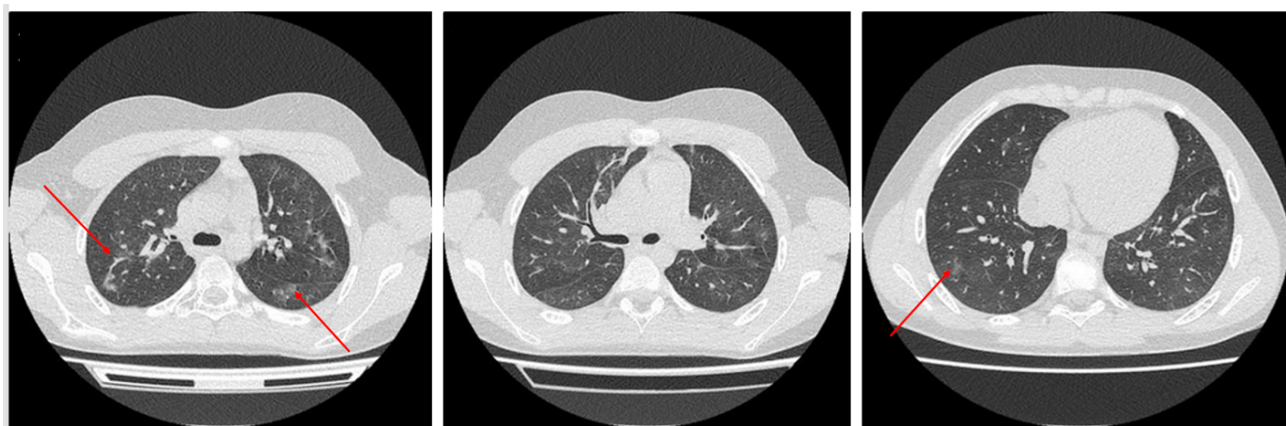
КТ органов грудной клетки при выписке. Красными стрелками обозначены участки «матового стекла»
